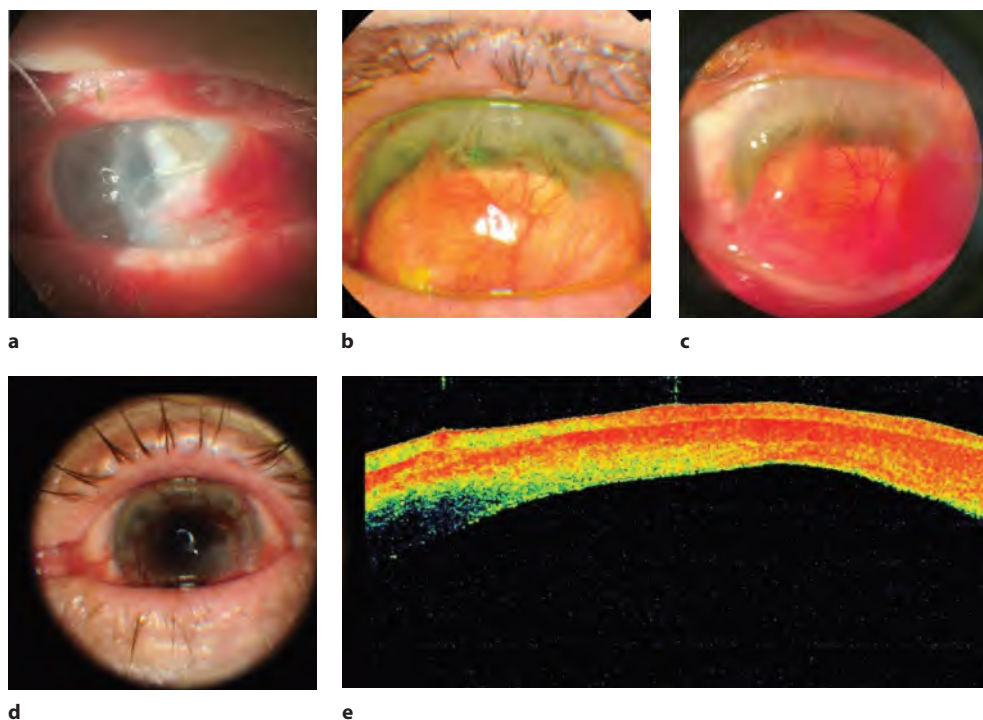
Результаты обследований пациента К.: а – фотография переднего отрезка глаза через 2 недели после тектонической кератопластики; б – через 2 месяца после комбинированного оперативного вмешательства; в – через 4 месяца после комбинированной операции; д – через 6 месяцев после вмешательства; е – оптическая когерентная томограмма роговицы через 6 месяцев после проведения комбинированного вмешательства
